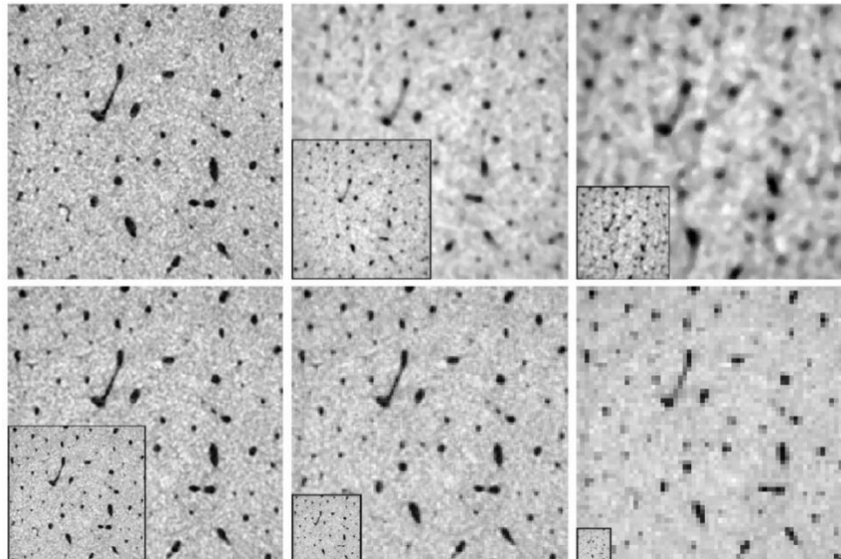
Sezioni 2D micro-CT rappresentative con ingrandimenti abbinati (in scala senza interpolazione). L'inserto in basso a sinistra rappresenta le dimensioni dell'immagine originale rispetto a 5  $\mu\text{m}$  dell'immagine scansionata. Set di dati scansionati lungo la riga superiore: dimensioni voxel 5 (sinistra), 10 (centro) e 15 (destra)  $\mu\text{m}$ . Dataset artificialmente degradati riga in basso: dimensioni voxel 10 (a sinistra), 20 (al centro) e 40 (a destra)  $\mu\text{m}$ .
